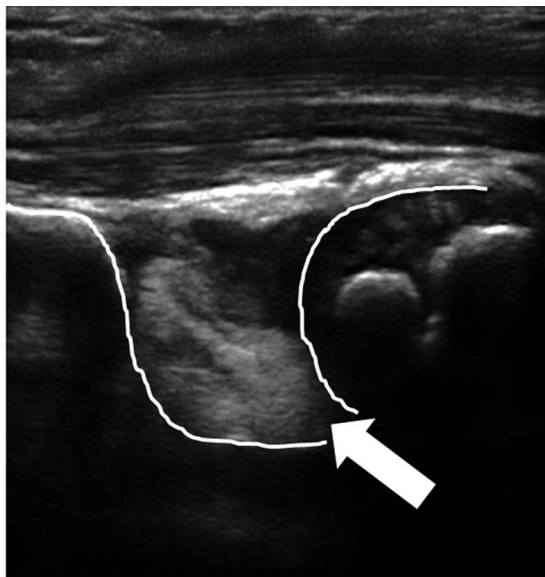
矢印で示した臼蓋と骨頭の間が存在する高エコーの物体を介在物とした。
